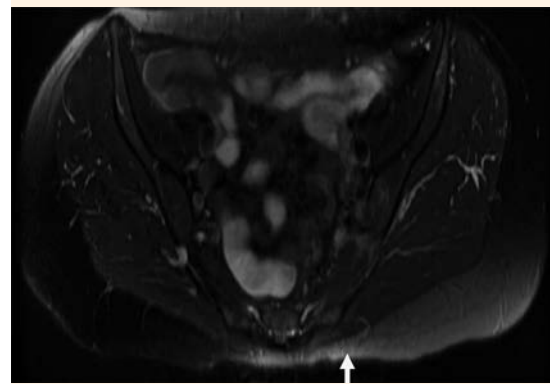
Resonancias magnéticas pélvicas de control con supresión de grasa sin contraste (arriba) y con contraste (abajo). Se aprecia disminución importante del edema y engrosamiento del músculo piriforme izquierdo, y ausencia de colecciones intramusculares.
